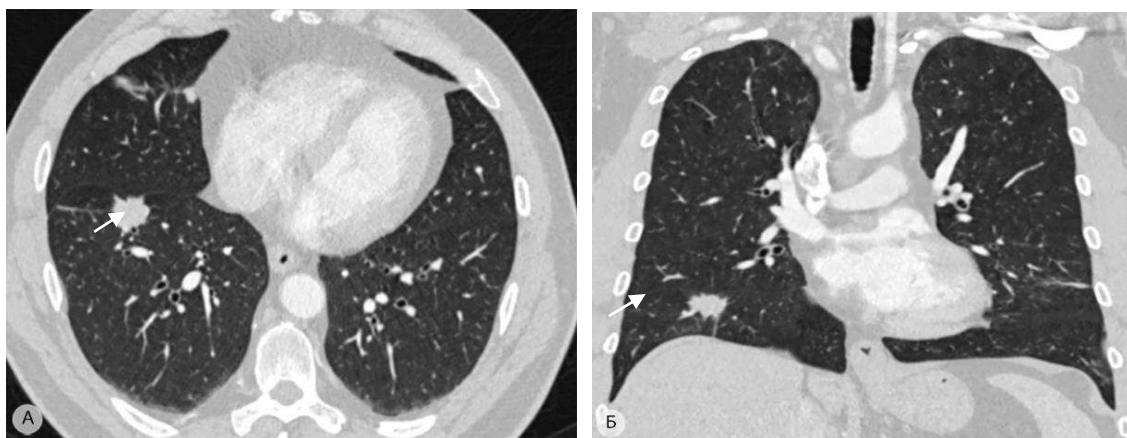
Аденокарцинома нижней доли правого лёгкого с локализацией в переднем базальном (S^8) сегменте, размерами 18×20 мм (показана стрелкой). Компьютерные томограммы: а – аксиальная проекция; б – фронтальная проекция
